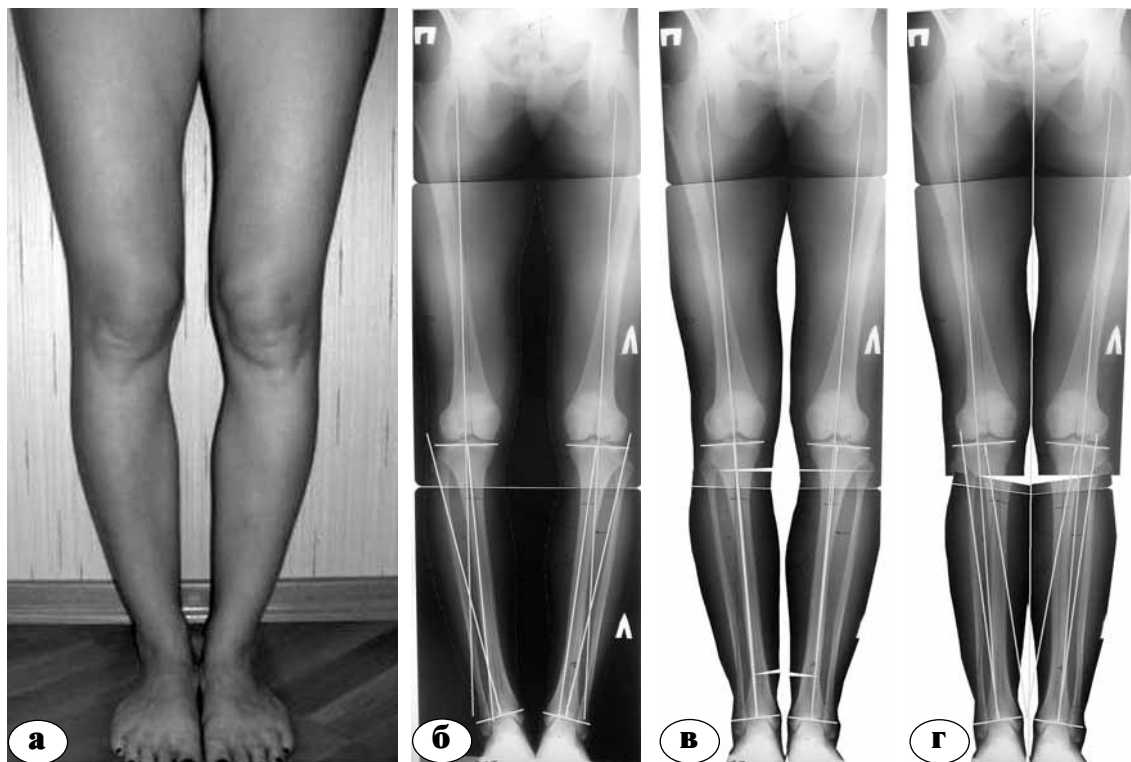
а-г. Фото и телерентгенограммы пациентки Г: а, б – до операции; в – моделирование эстетической коррекции; г моделирование эстетической реконструкции по телерентгенограмме
